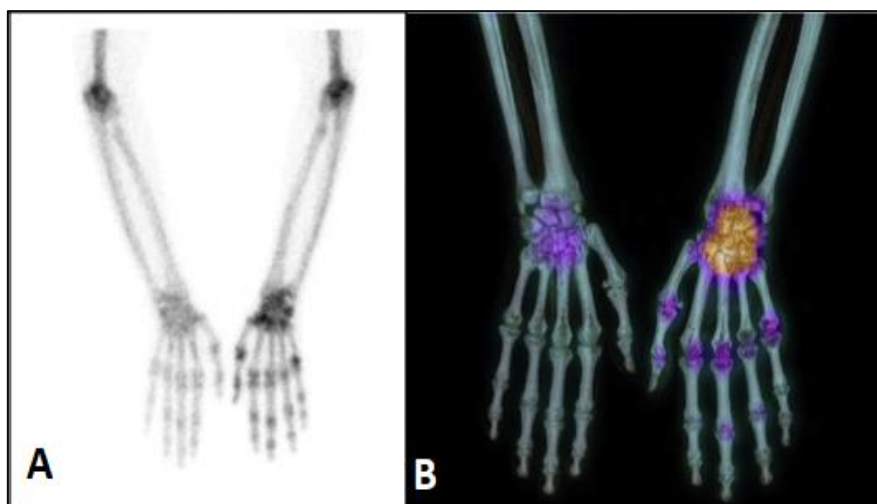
Diferença entre a radiografia normal (A) e cintigrafia óssea (B)
